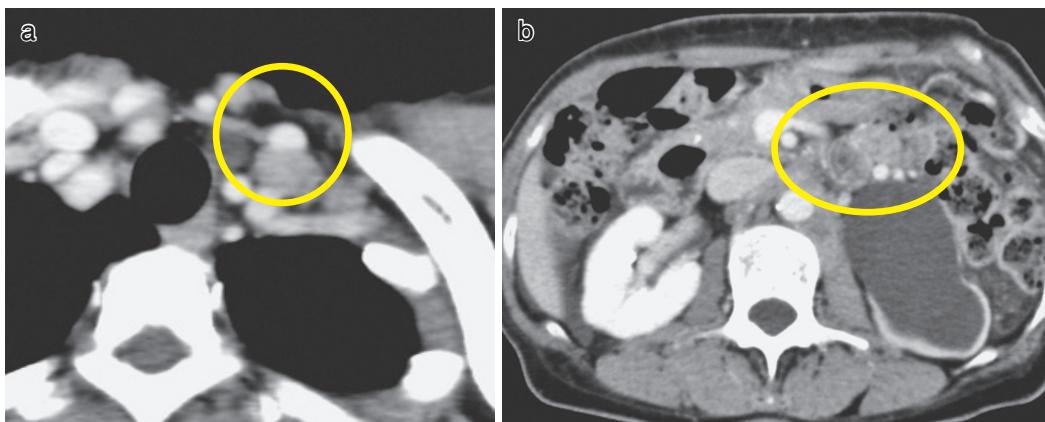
造影CT(死亡6ヵ月前). 左鎖骨上窩腫大リンパ節(a:丸内)および傍腹部大動脈領域腫大リンパ節(b:丸内).
